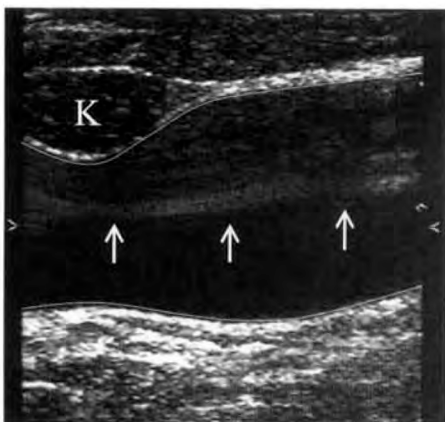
УЗИ-сканирование у пациента с лихорадкой неясного генеза
